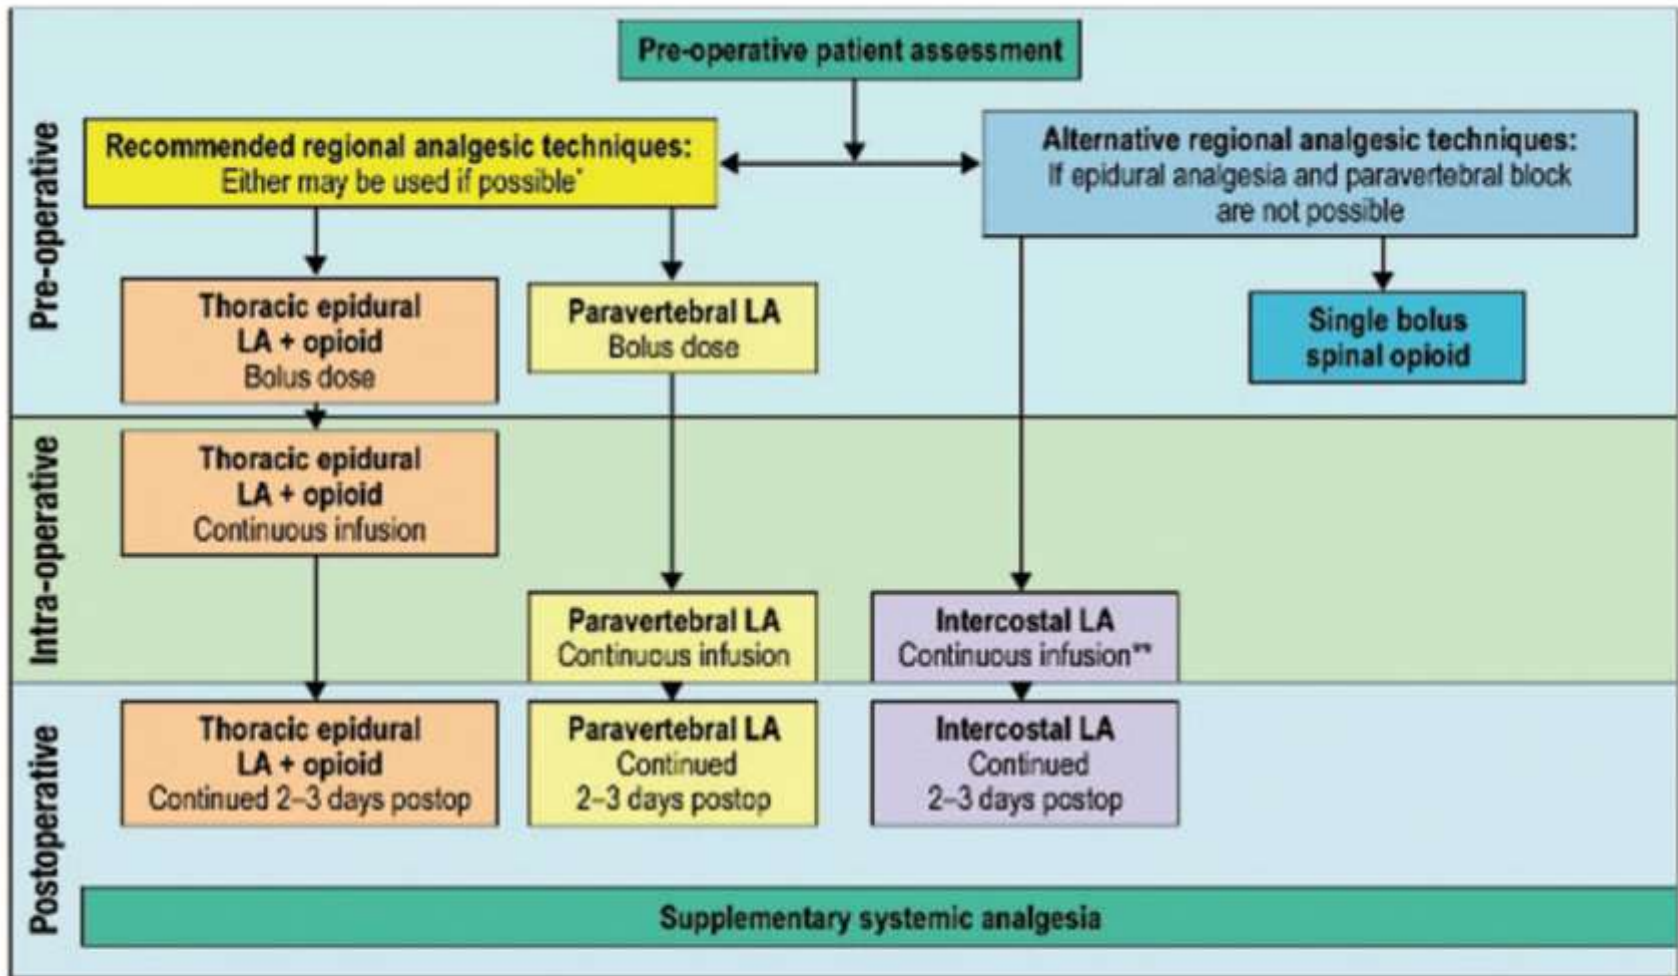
Overall PROSPECT recommendations: regional techniques for post-thoracotomy analgesia. *Either thoracic epidural local anesthetic (LA) + opioid or paravertebral block with LA is recommended as the primary analgesic approach; further studies on efficacy and safety are necessary to determine which technique is superior. If intercostal LA is used, administration by continuous infusion is recommended, despite limited data, because of the requirement for continuous analgesia for the long duration of post-thoracotomy pain.
